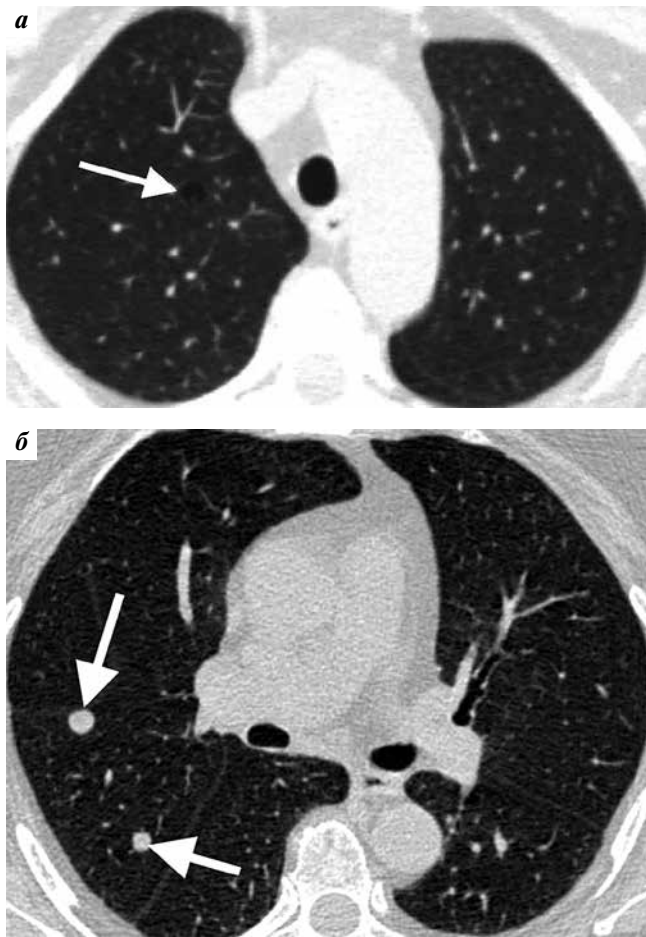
Компьютерная томография брюшной полости с контрастным усилением. Пациентка Н., 59 лет. Рак тела матки T1bN1M0, прогрессирование заболевания: а – метастатический очаг в S1 (указан стрелкой); б – метастатические очаги в S2, S3 справа (указаны стрелками)
